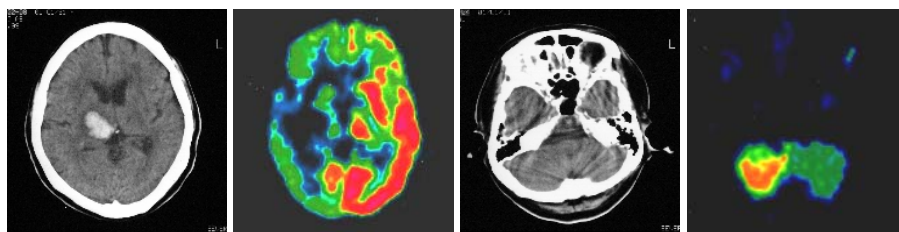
The PET images of the lesions around thalamus with involvement of internal capsule.
